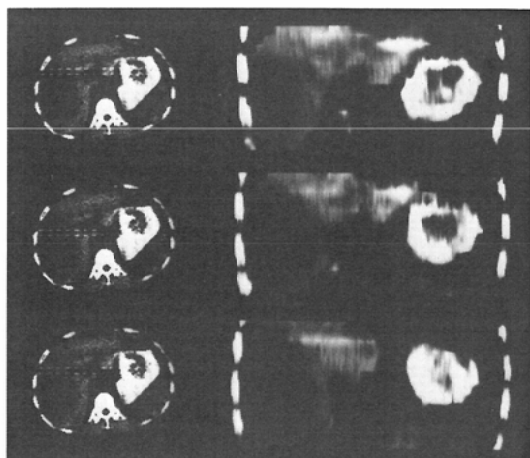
Coronal images (X-ray CT) of case 1
